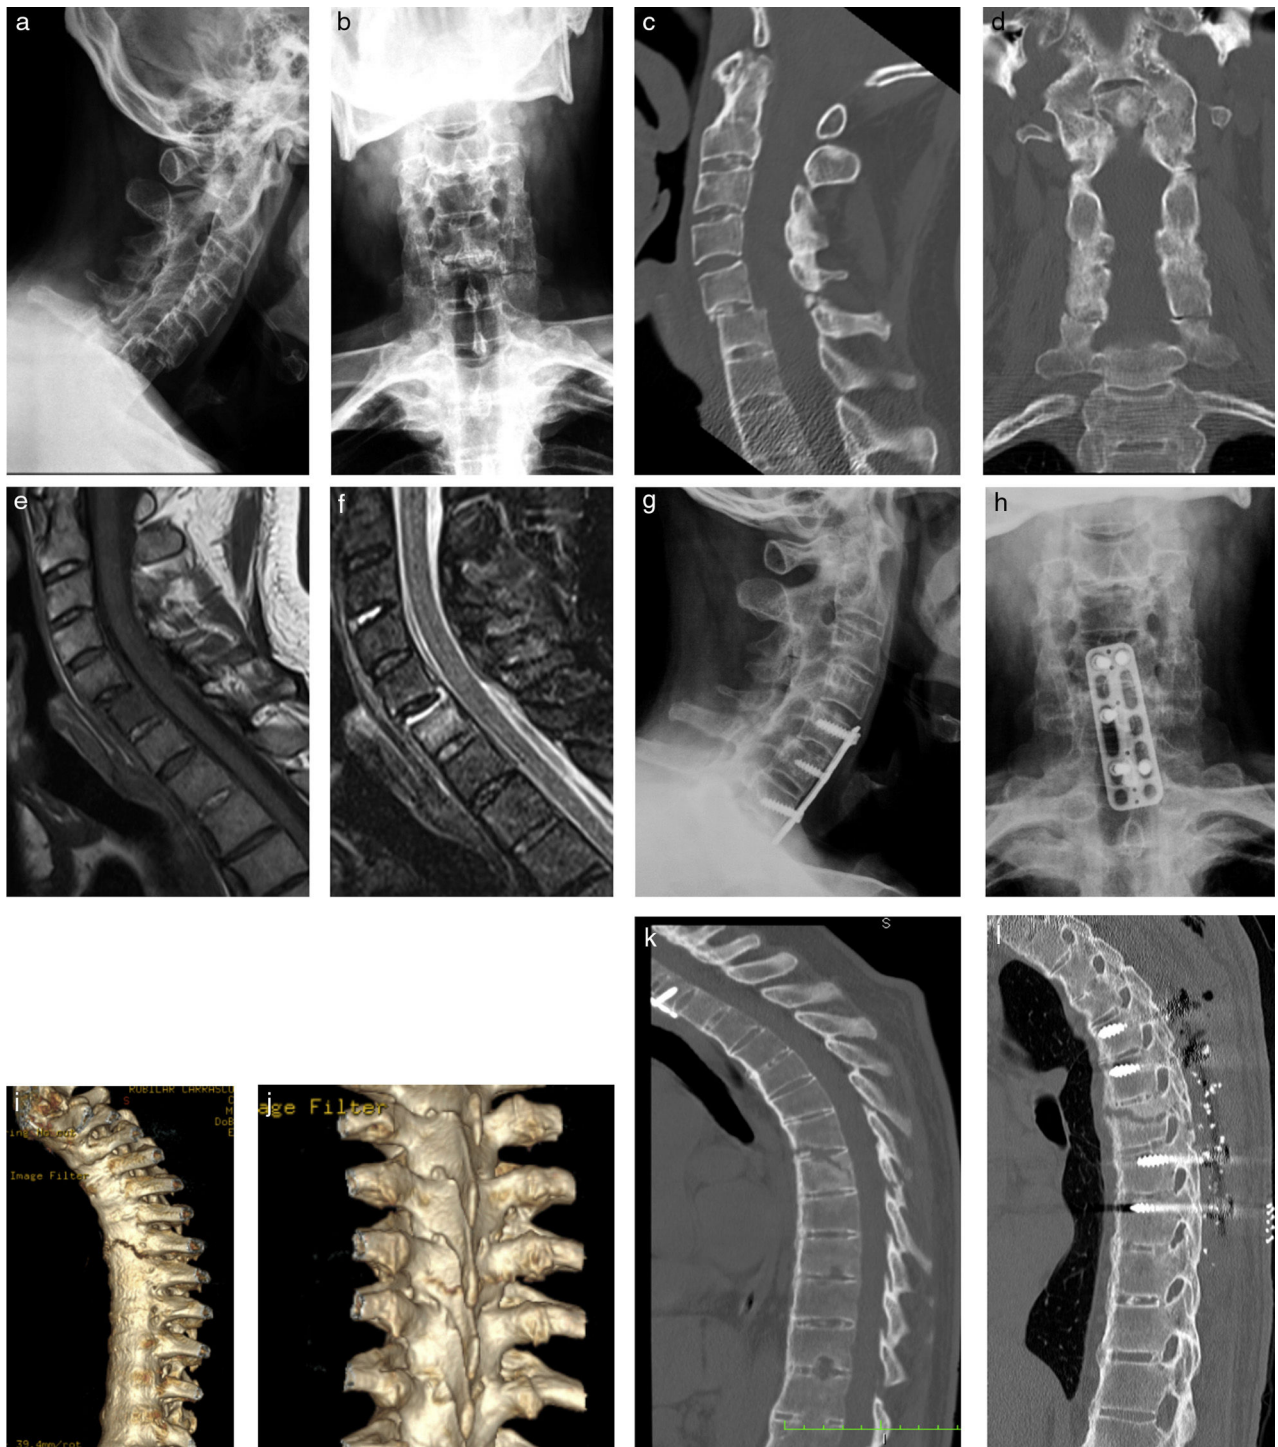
Fractura en «varilla de tiza» a nivel cervical y dorsal en un mismo paciente. Radiografías lateral (a) y AP (b) de columna cervical con signos de anquilosis en el pilar anterior (más notorio en el disco C2-C3), pilar medio (nótese continuidad del muro posterior) y del pilar posterior (facetis). Existe anterolistesis grado 1 de C5 sobre C6, que se acompaña de fractura de elementos laterales y posteriores al mismo nivel, lo que es llamado «fractura en varilla de tiza». La TC (c y d) confirma los hallazgos. Se realiza RM para descartar complicaciones neurológicas irreversibles, en la que no se evidencian signos de mielopatía, sin embargo, es visible edema óseo y de partes blandas adyacentes a la fractura (e y f). El paciente es operado con cirugía abierta, fijándose la fractura con placa y tornillos en el muro anterior (g y h). El mismo paciente años más tarde: presenta fractura en varilla de tiza a nivel dorsal, con la misma morfología que a nivel cervical anteriormente descrita; en este estudio con TC (i-k) se evidencia fractura oblicua que compromete tanto el borde anteroinferior de T6 como el cuerpo y faceta inferior de T7. Finalmente, en TC sagital (l) se muestra fijación con tornillos transpediculares, fijada a barras posteriores (no se muestran en imagen) y material de relleno óseo.
